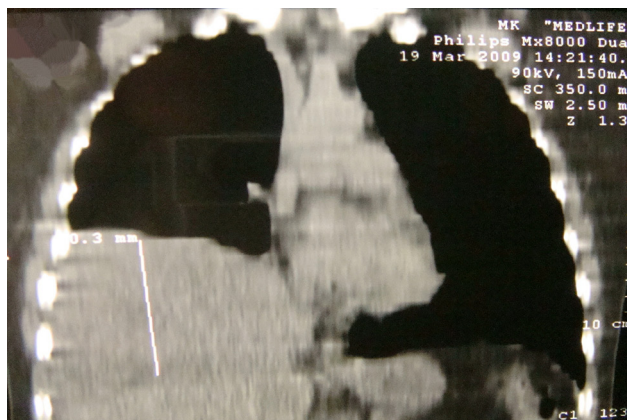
Компьютерная томограмма периферической опухоли нижней доли правого легкого, фронтальная реконструкция
